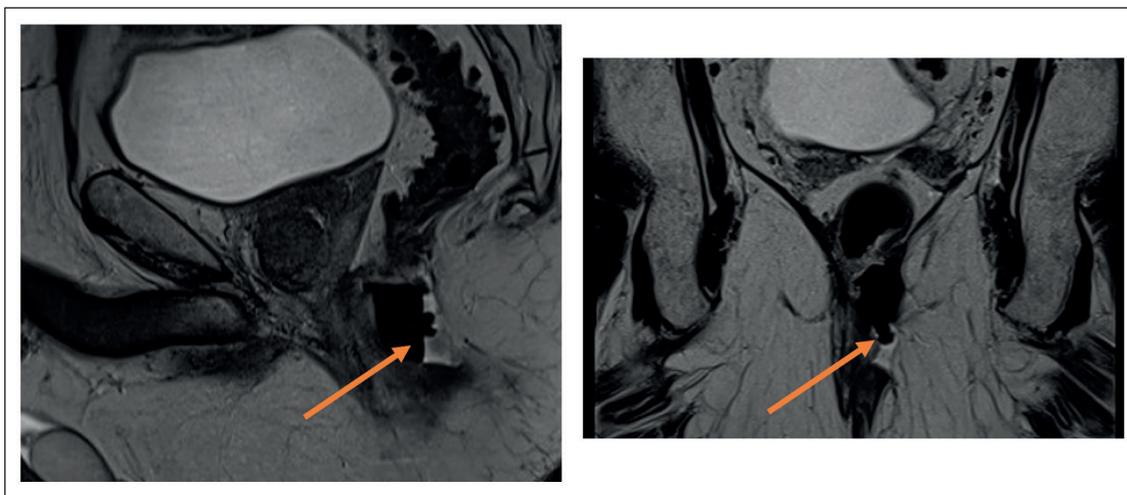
Resonancia magnética caso 1.
